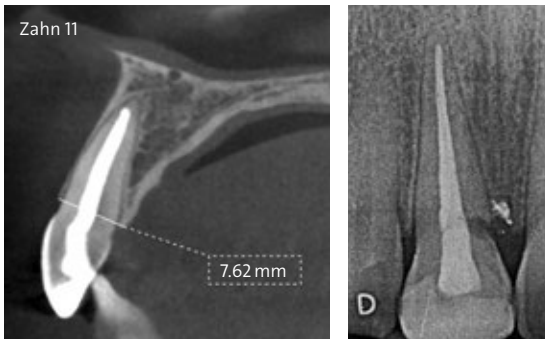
Ausgangssituation mit externer Wurzelresorption an Position 11; dünne bukkale Platte in Cone-Beam-CT-Diagnostik sichtbar
